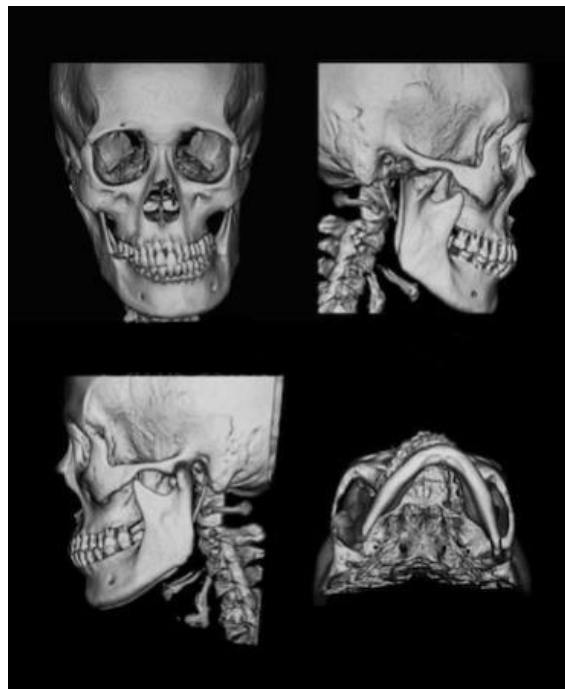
Aksijalni CT prikaz anatomije lica
